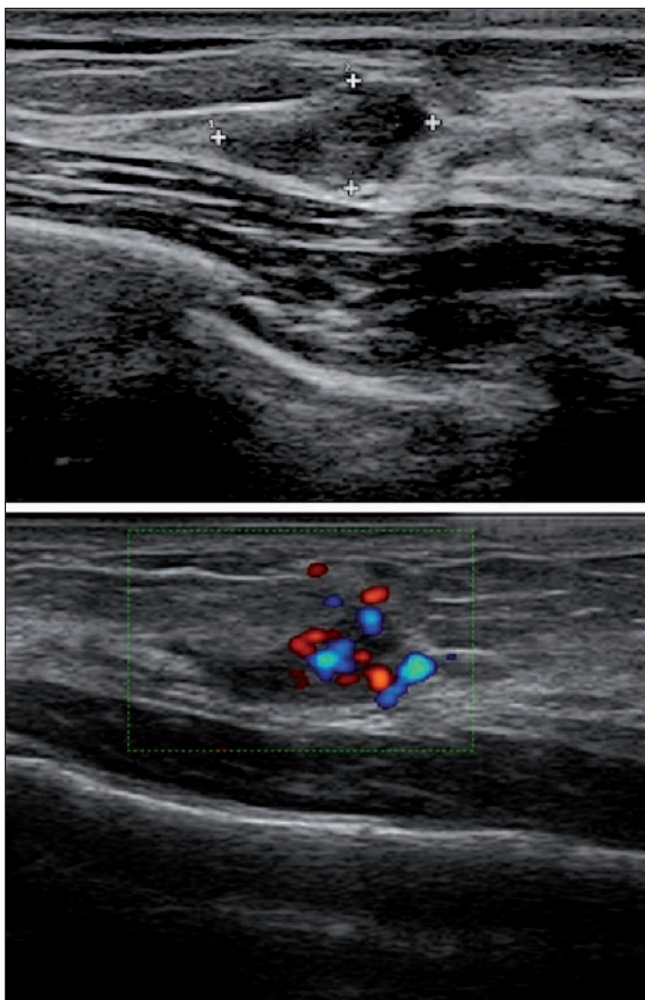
Hallazgos ecográficos. La ecografía en escala de grises revela una lesión nodular hipoecoica bien delimitada. Con ecografía doppler color se visualiza un aumento de vascularización.
